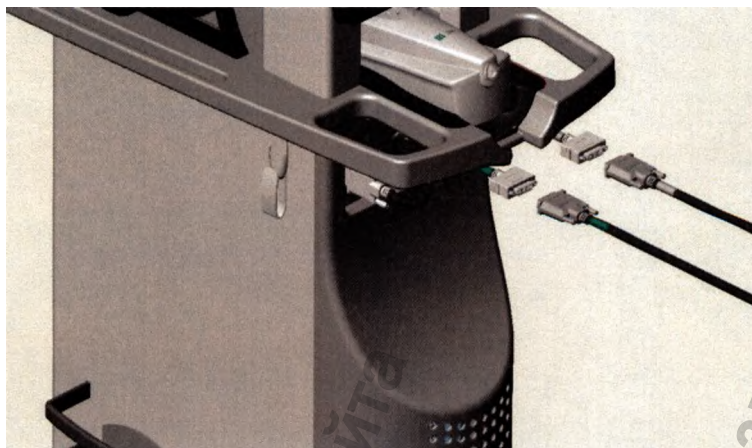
Цветной монитор и разъемы видео рентгена мобильной системы OPTIS
